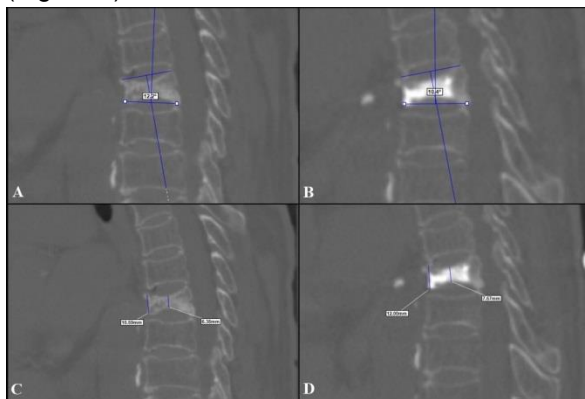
A) Preoperative sagittal CT scan. The Cobb angle for the patient is 12.2°. B) Postoperative sagittal CT scan. The Cobb angle for the same vertebrae 10.4°. C) Anterior and median vertebra height measurement in CT for another patient. Anterior-median height measurement is 10.59, 6.38 mm respectively. D) Same as the patient in C, postoperatively measurement is 12.0, 7.67 mm respectively.
